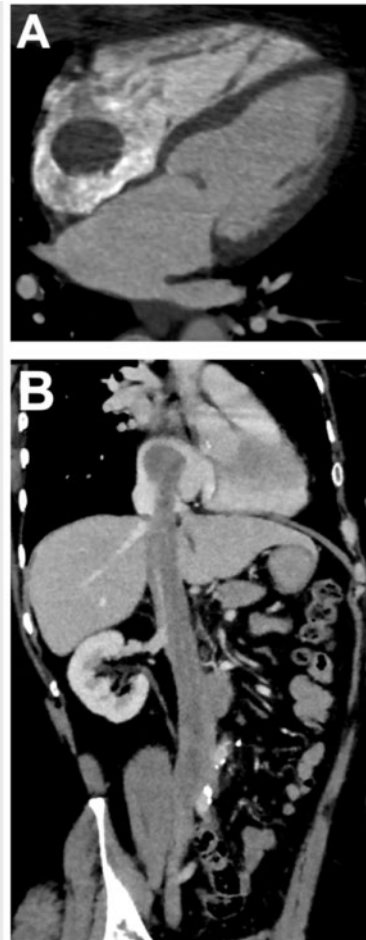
Freie multiplanare kontrastmittelgestützte Rekonstruktionen mit Darstellung der glatt berandeten, länglichen sich von der Vena iliaca interna dextra bis in das rechte Atrium ausdehnenden Raumforderung in der A) paaraxialen und B) parasagittalen CT.
